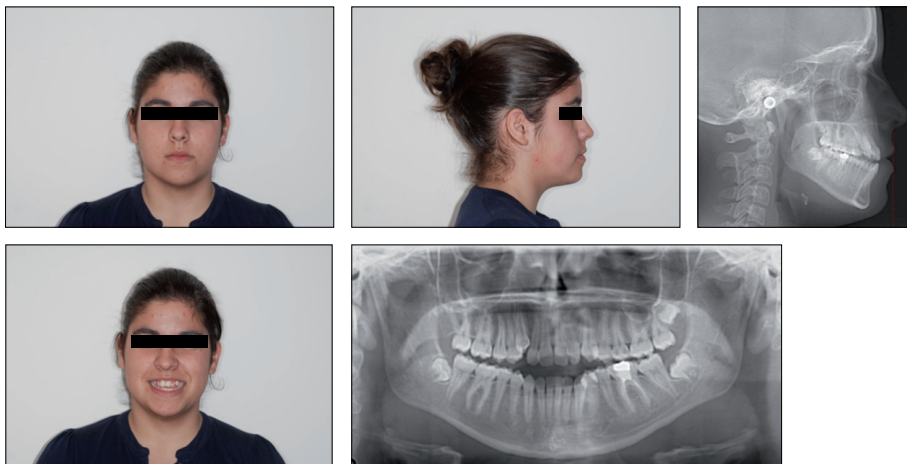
Fotografias faciais, telerradiografia e ortopantomografia.
